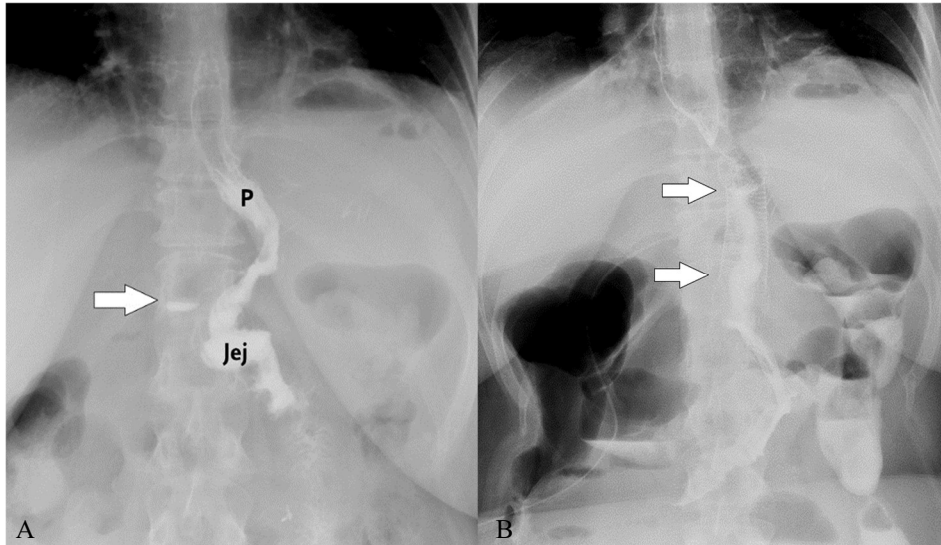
Umschriebenes Anastomosolenak: Therapie mit einem gecoverten Stent. A: Das Ösophagus-Magen-Röntgen mit oral verabreichtem Kontrastmittel zeigt die Passage durch den Pouch (P) in die abführende Jejunumschlinge (Jej). Allerdings kommt es zum Austritt von Kontrastmittel an der Anastomose (Pfeil), welches sich aber nicht diffus im Bauchraum ausbreitet. B: Deshalb wurde das Loch an der Anastomose mit einem endoskopisch gelegten gecoverten Stent verschlossen. Das Kontroll-Röntgen danach zeigt eine normale Passage durch den Stent (Pfeile). Das Loch ist abgedichtet.
